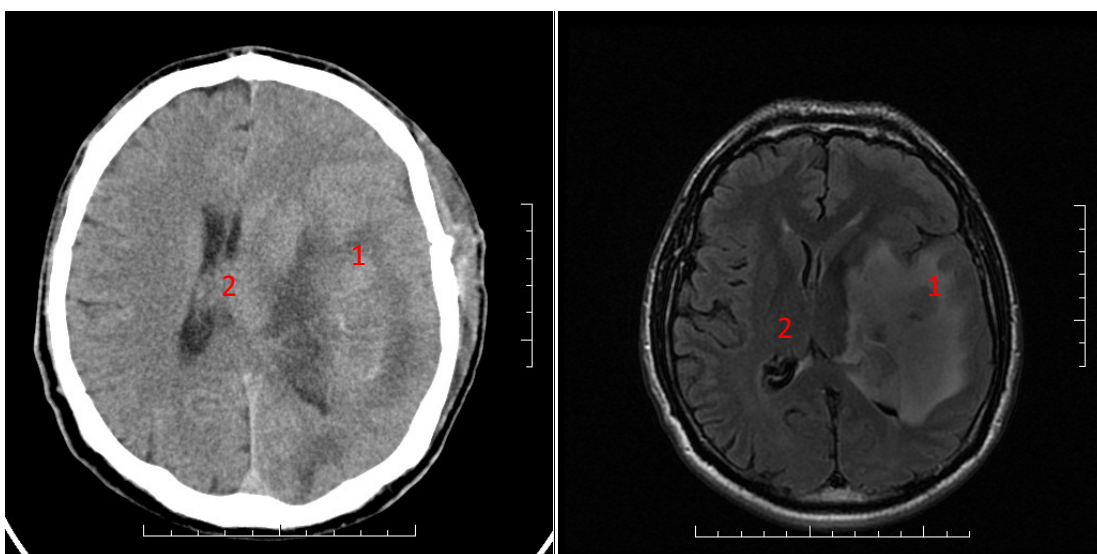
CT snímek (nalevo) a MRI snímek (napravo) ukazují nádor (1) a otok (2) kolem něj, způsobený tlakem nádoru na mozkovou tkáň. Ze snímků je patrné, že vyšetření proběhlo za použití kontrastní látky, což způsobilo bílé zobrazení nádoru
